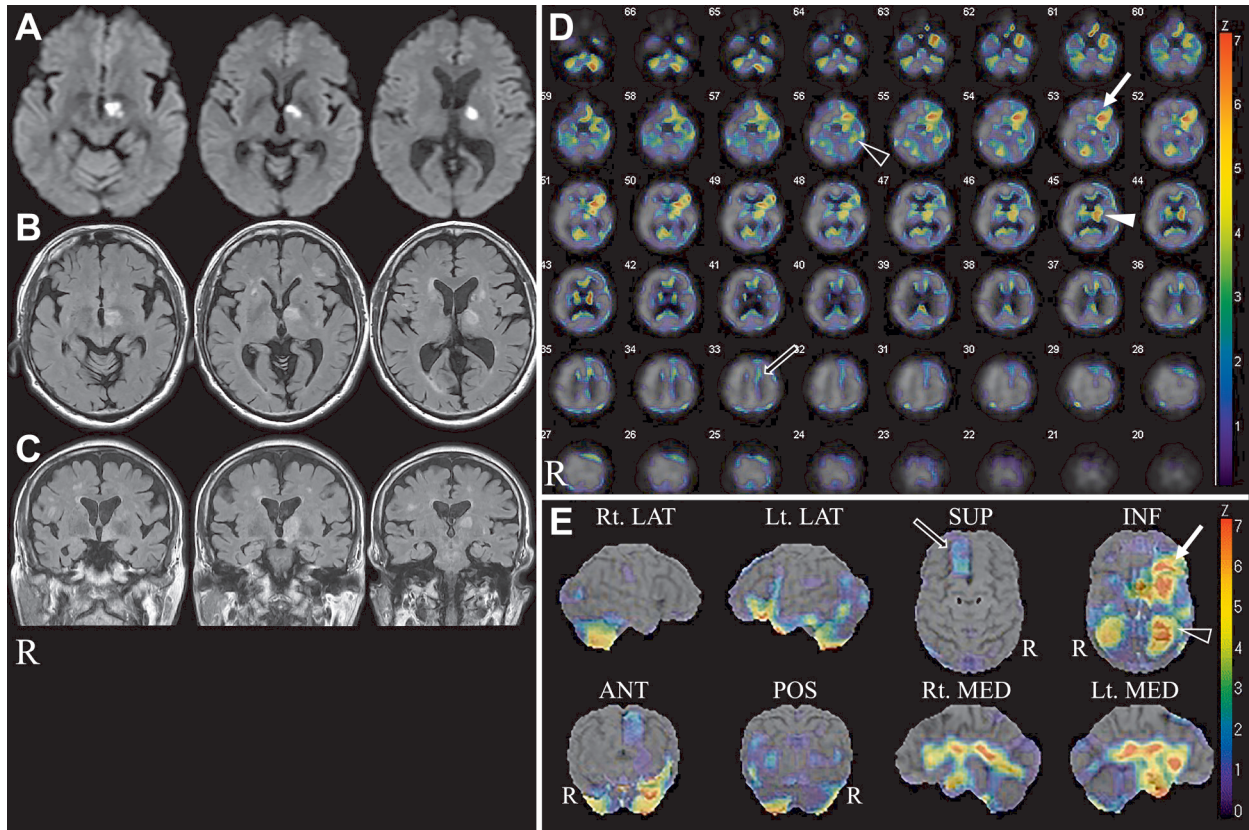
MRI and SPECT findings.
